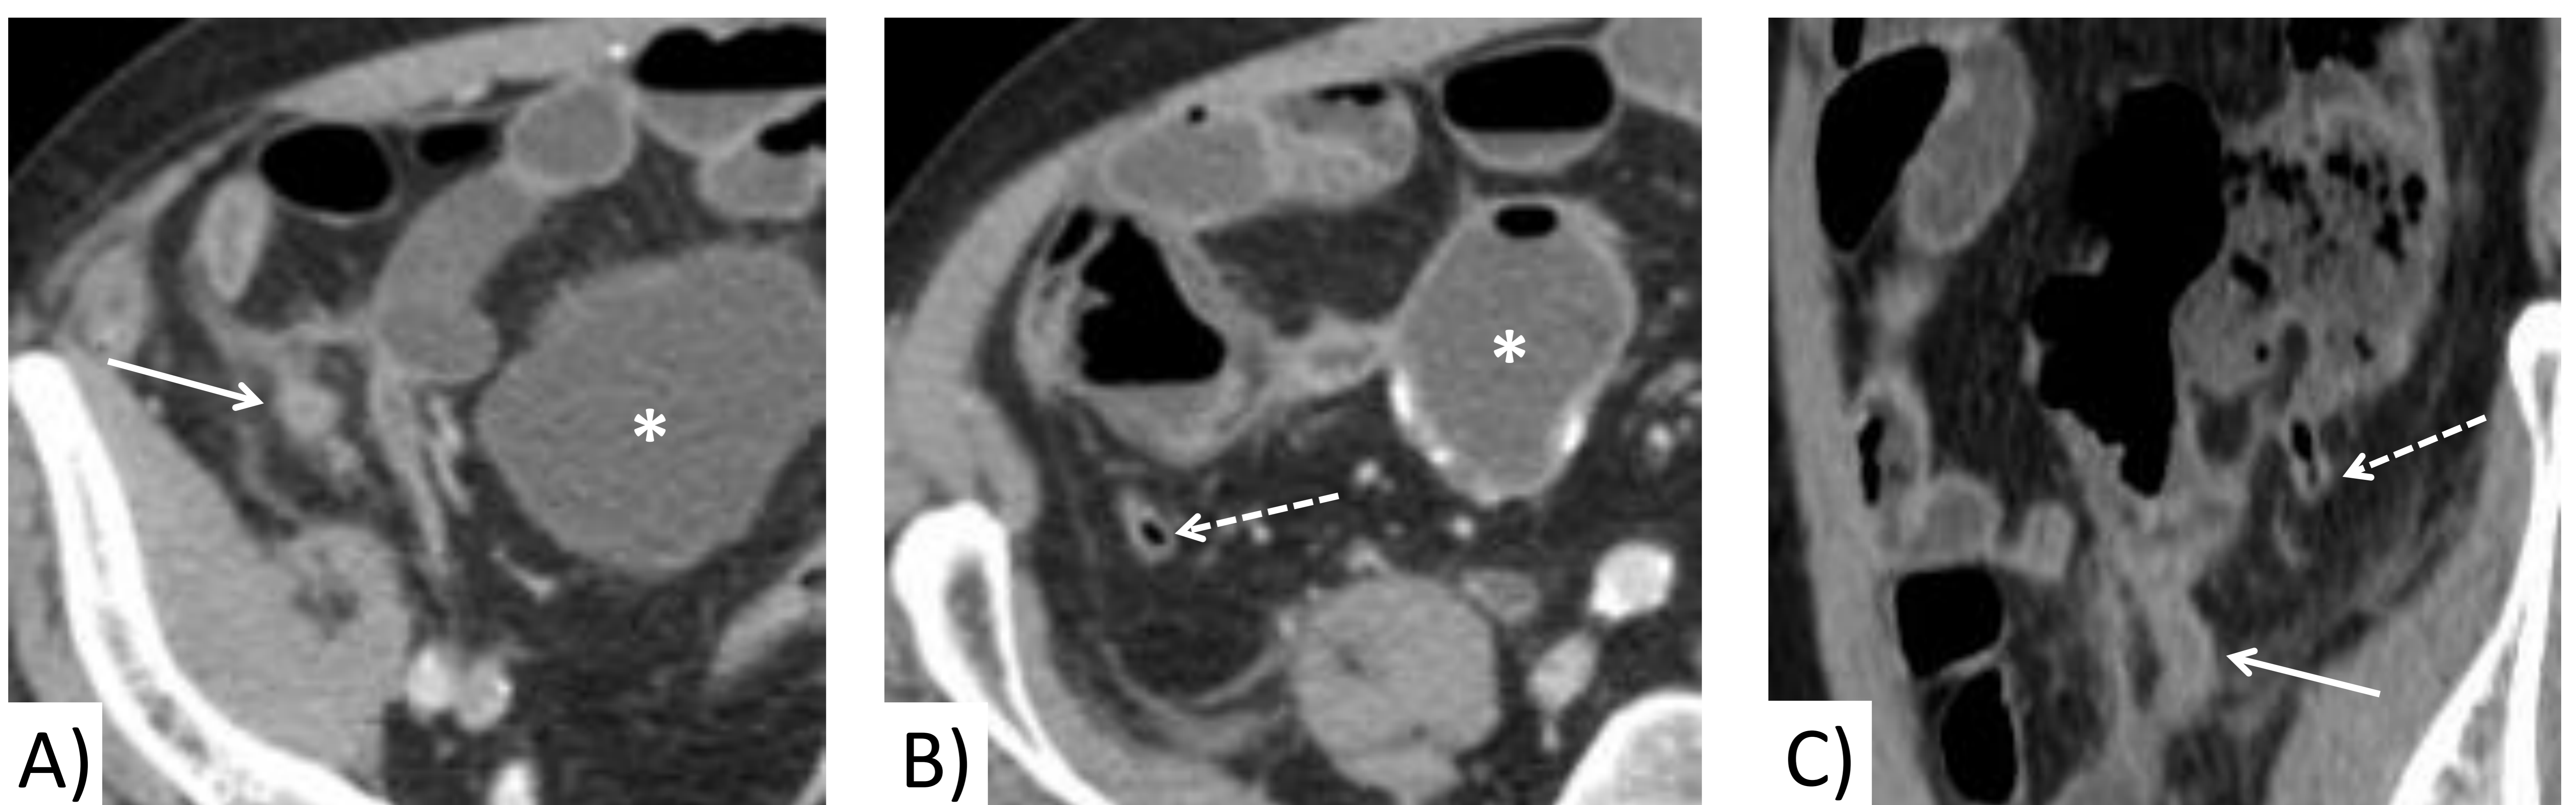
Paciente con duplicidad apendicular y apendicitis aguda. Antecedente de cistectomía radical y creación de neovejiga (\*). A, B) TC con CIV (venoso), cortes axiales: apéndice (flecha continua) en la fosa ilíaca derecha, con engrosamiento e hiperrealce parietal, trabeculación de la grasa periapendicular y láminas de líquido libre adyacentes. Cranealmente se observa otro apéndice (flecha discontinua) sin cambios inflamatorios. C) Corte sagital oblicuo: demuestra la presencia de dos apéndices vermiformes, el más caudal (flecha continua) con signos de apendicitis aguda.
